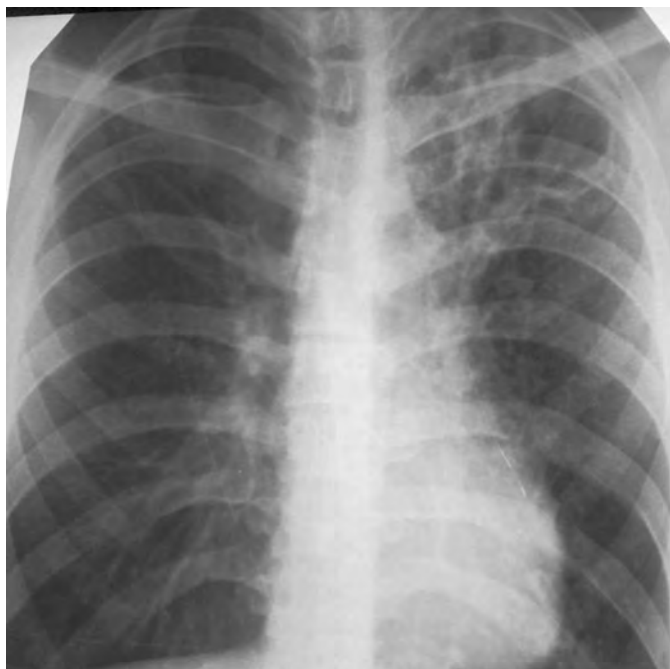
Рентгенограмма ОГП. Множественные кисты.
